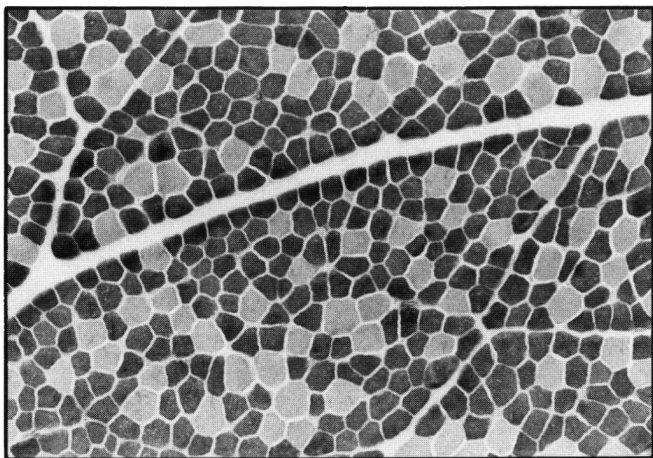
Cas No. 9. Enfant de 21 mois atteint d'hypoplasie cérébelleuse démontrée par radiographie et données cliniques. La biopsie musculaire de la cuisse dévoile la prédominance de fibres type II (foncées). Ces fibres sont petites sans l'angulation trouvée dans l'atrophie de dénervation et celle associée à la spasticité. ATPase myofibrillaire préincubée au pH 9,8. X100.
